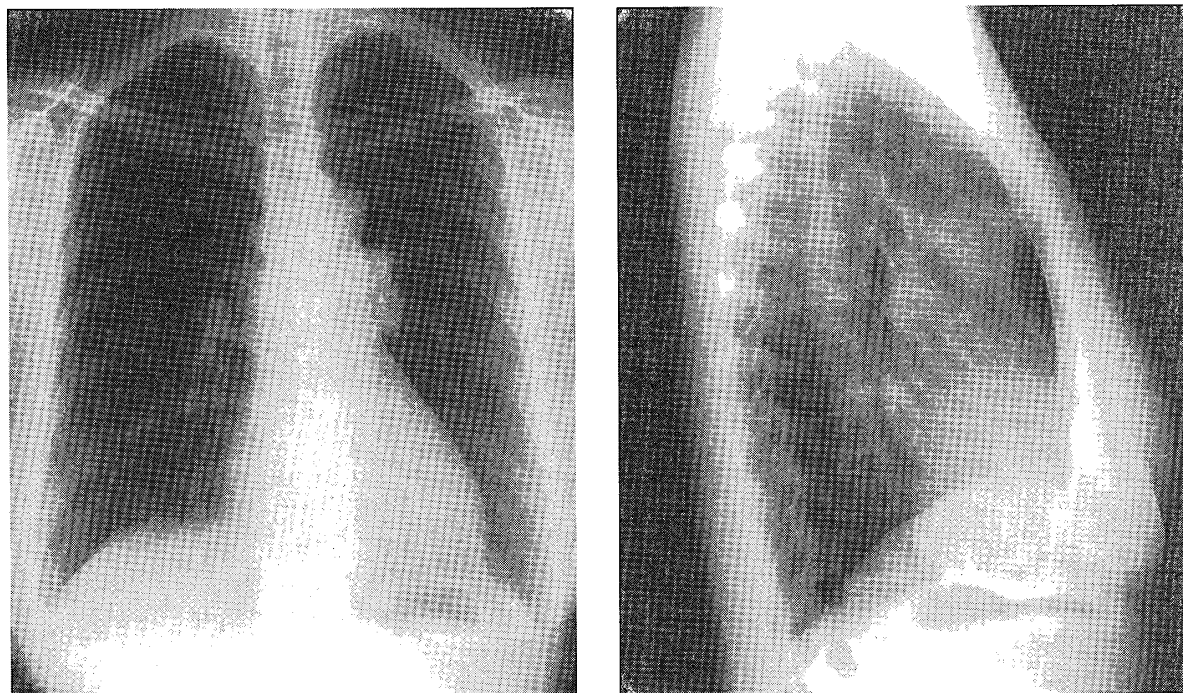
Chest X-ray films showing a huge round mass shadow in front of the left hilum.
